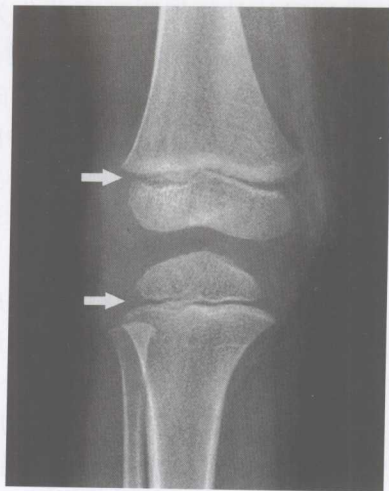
4 岁男童膝关节 X 线平片显示骨骺及骺板 (白色箭头)
